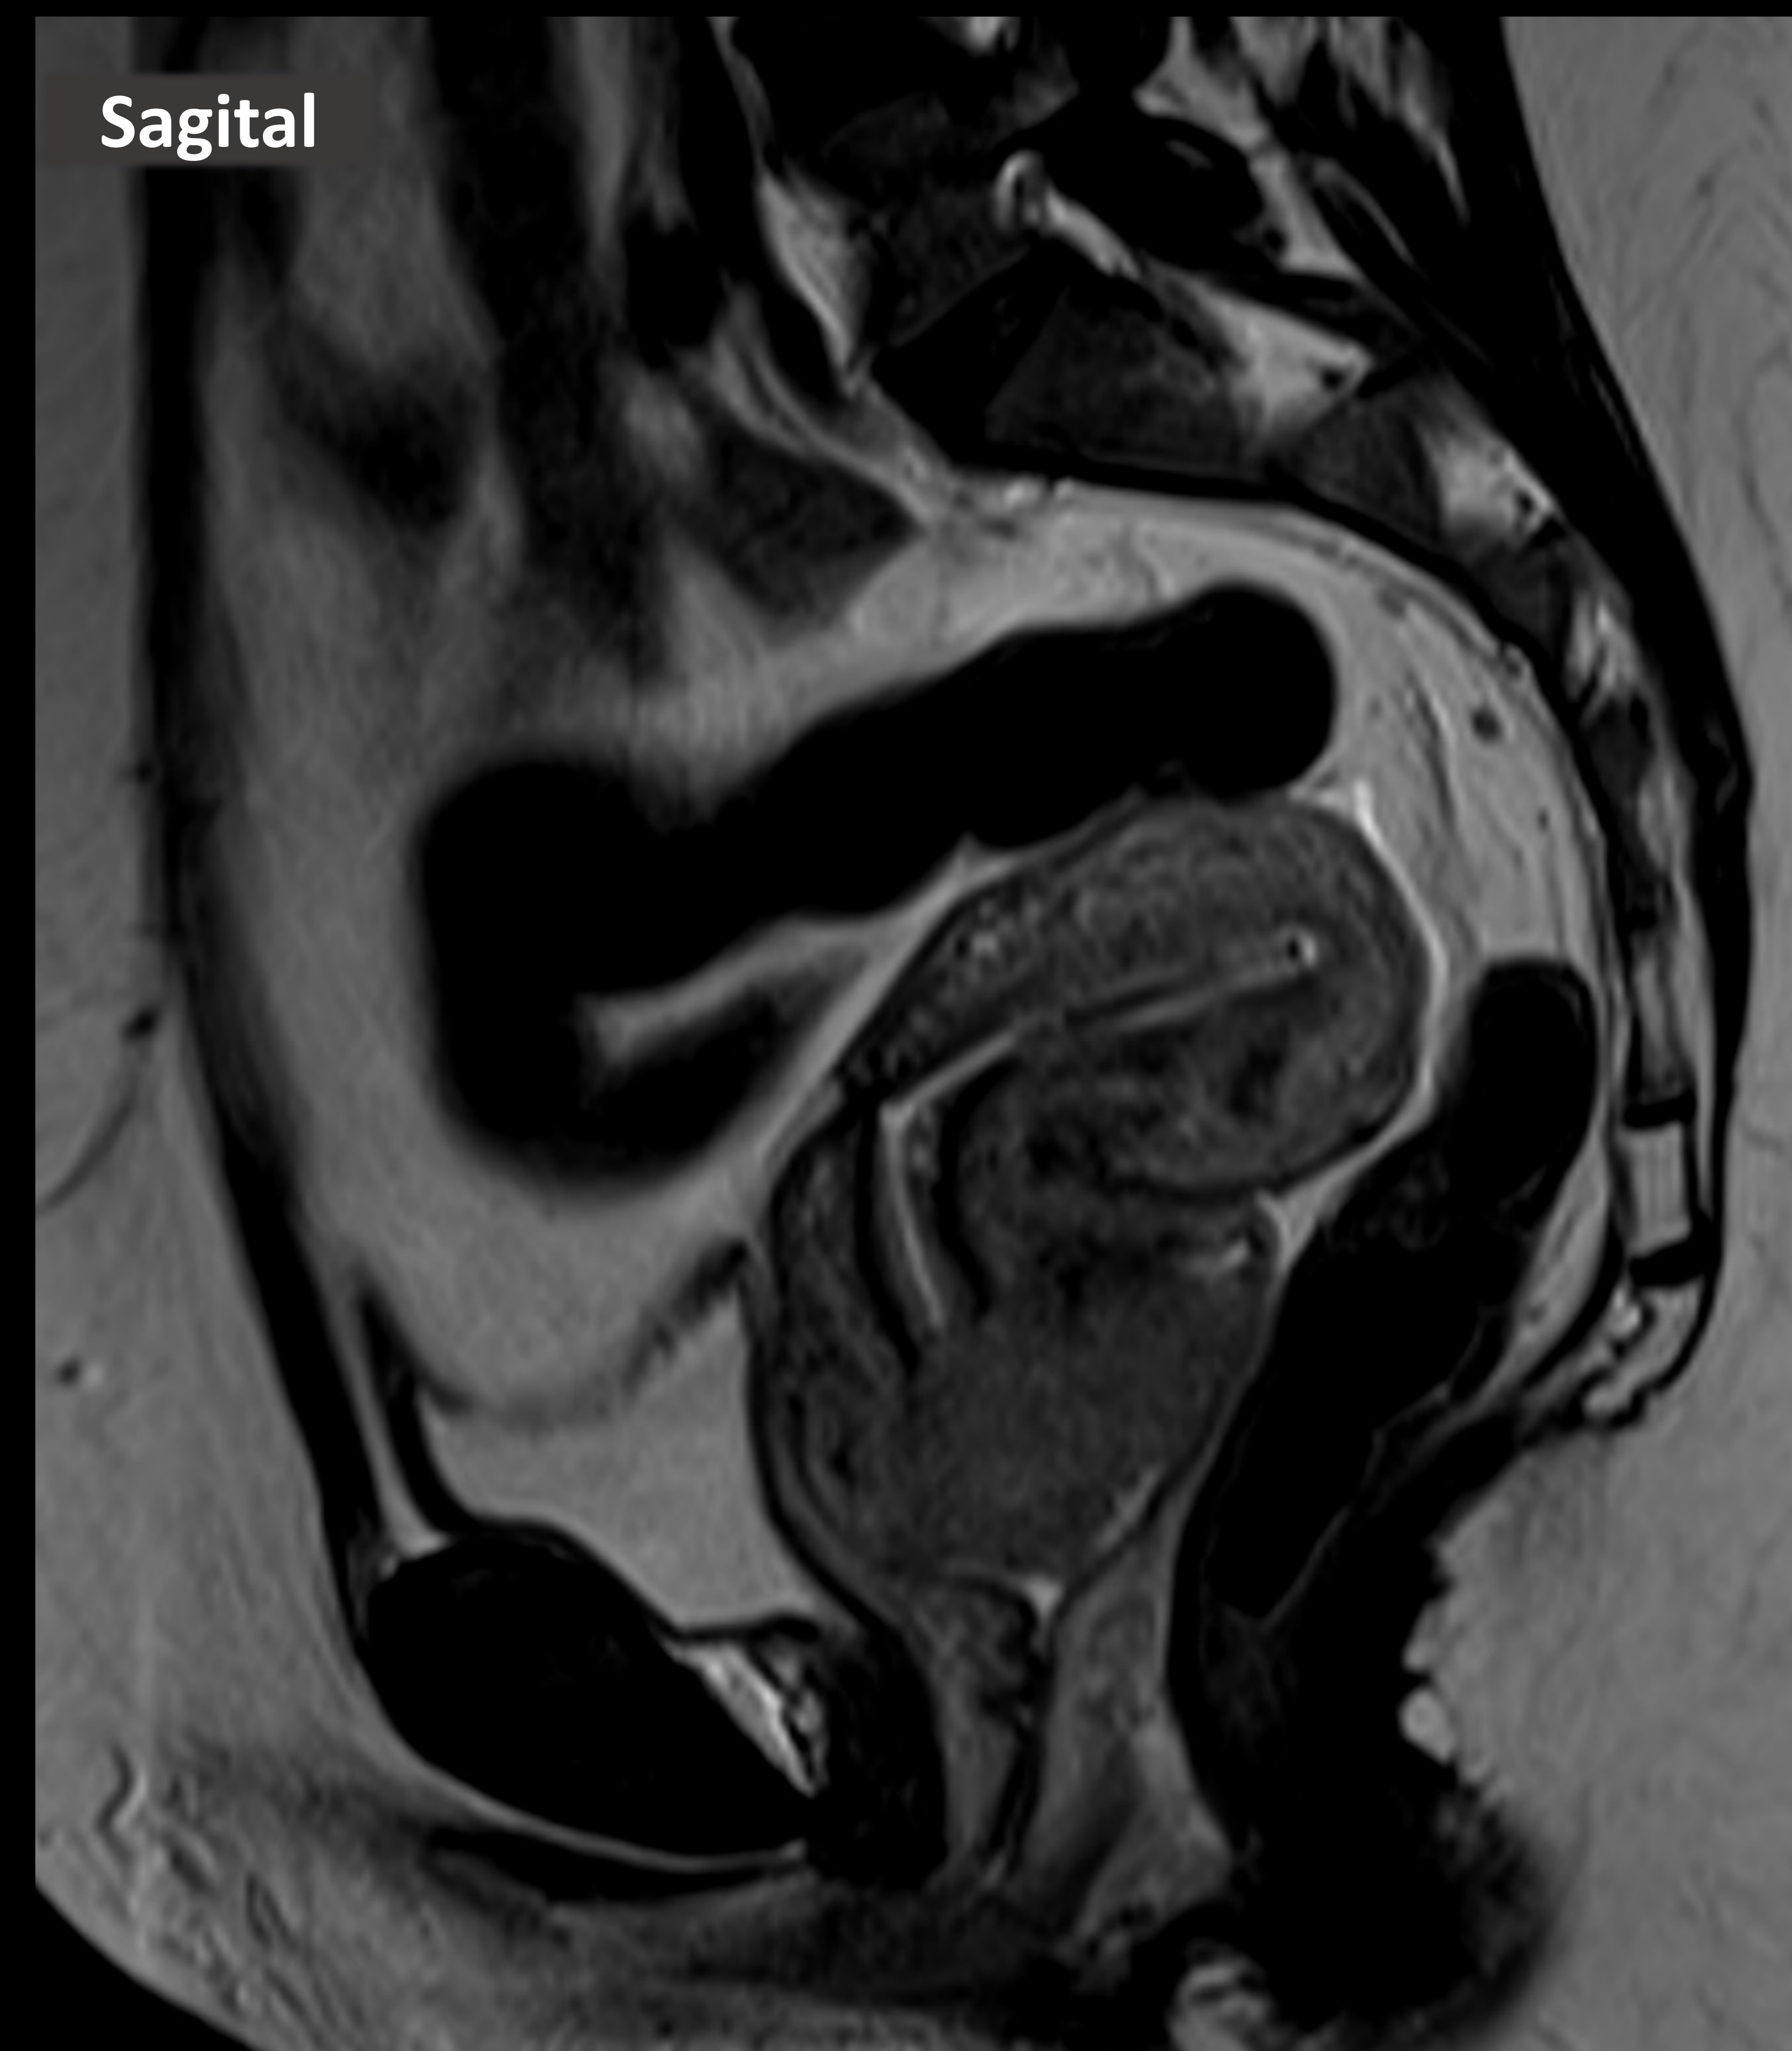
RM de pelvis en paciente con antecedentes de citología positiva para papiloma virus de alto riesgo y exploración vaginal donde se palpa una masa que abarca todo el labio anterior de cérvix. Planos sagital y axial, imágenes ponderadas en T2. Se aprecia una tumoración localizada en la porción inferior del labio anterior del cérvix uterino, que infiltra y sobrepasa el estroma cervical infiltrando la porción anterior de la cúpula vaginal. La tumoración mide 3 cm en su eje mayor. La tumoración obstruye de forma parcial el orificio cervical externo sin obstruir la cavidad endometrial, que no se encuentra dilatada. Los parametrios sin aparentes signos de infiltración. Ganglios linfáticos pélvicos de características reactivas. Conclusión: Imagen sugestiva de carcinoma de cérvix de crecimiento exofítico en probable estadio IIA1 según clasificación FIGO (2018).
